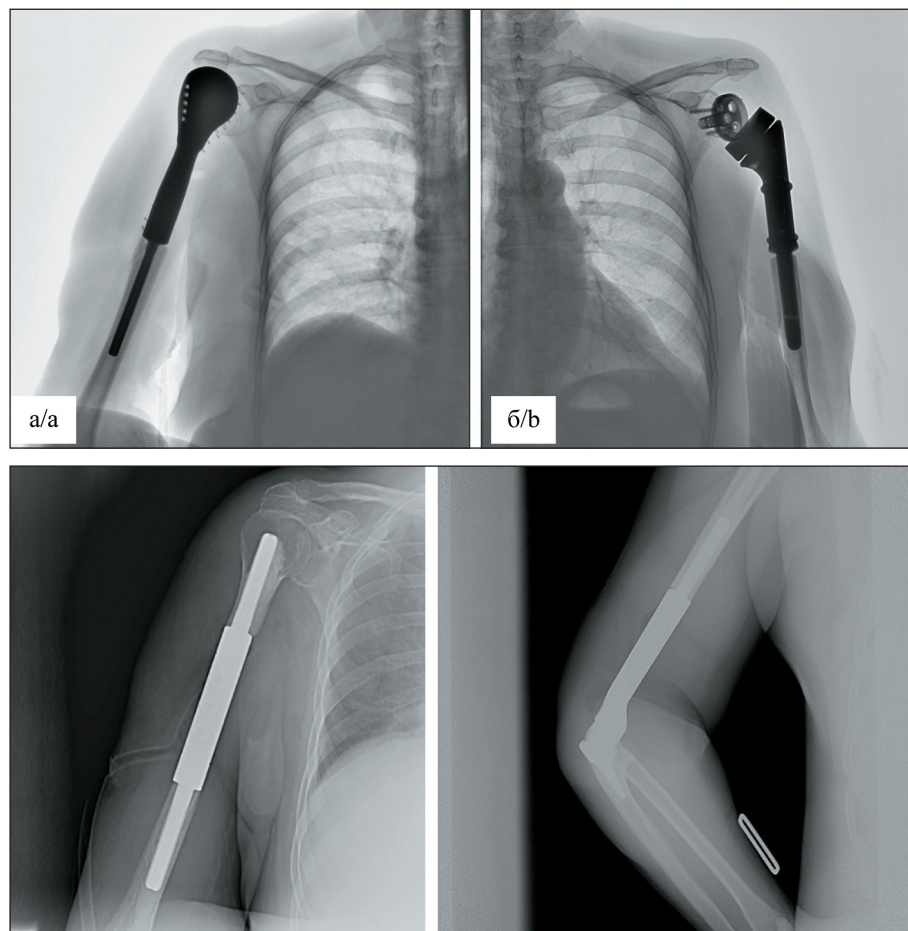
Рентгенограмма плечевого сустава: а – анатомический эндопротез; б – обратный (реверсивный). Примечание: снимки выполнены авторами
